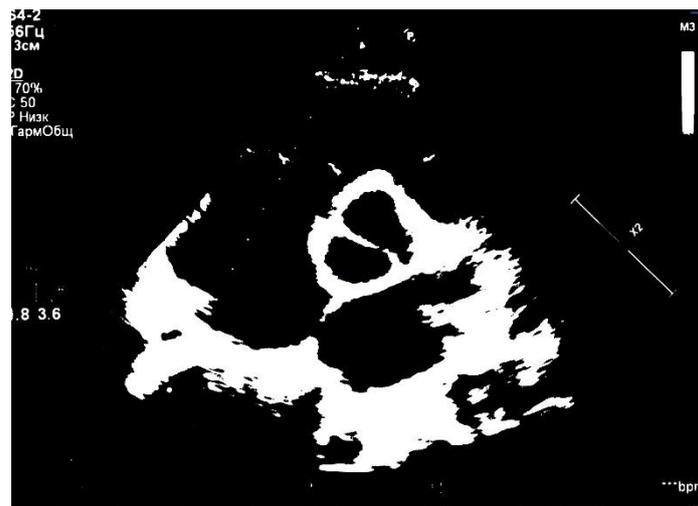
Эхокардиография двустворчатого аортального клапана
